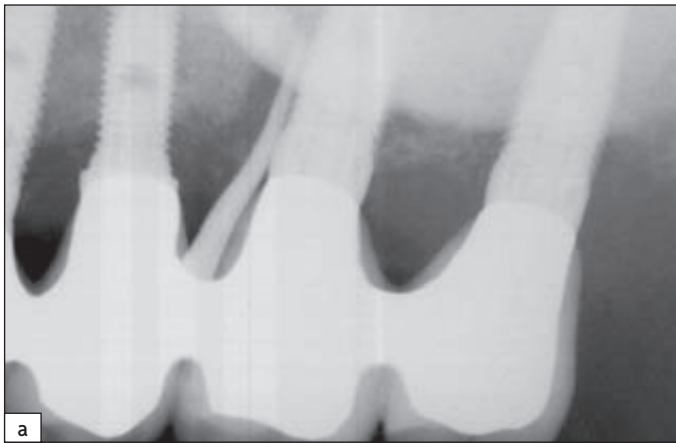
a Contrôle radiographique d'une péri-implantite survenue chez 3,2 % des patients. b et c Approche chirurgicale de traitement de la péri-implantite. Curetage du tissu de granulation et meulage des spires exposées de l'implant afin de le rendre lisse et moins rétentif.
